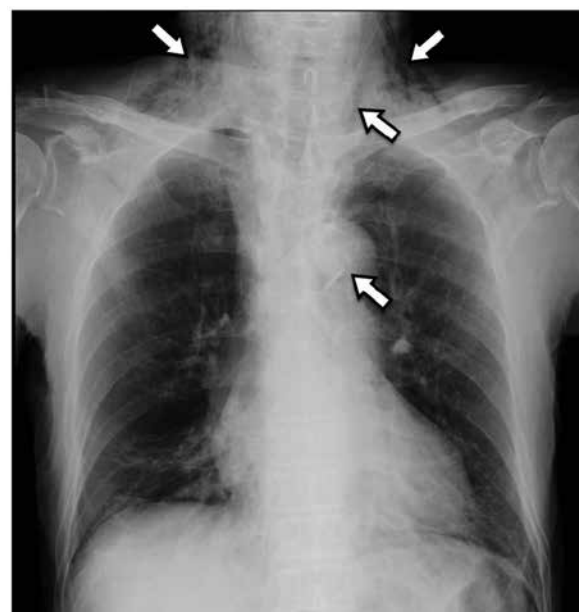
来院時胸部単純X線所見. 両側頸部に皮下気腫像が著明で縦隔にかけて線状透亮像 (矢印) を認めた.
